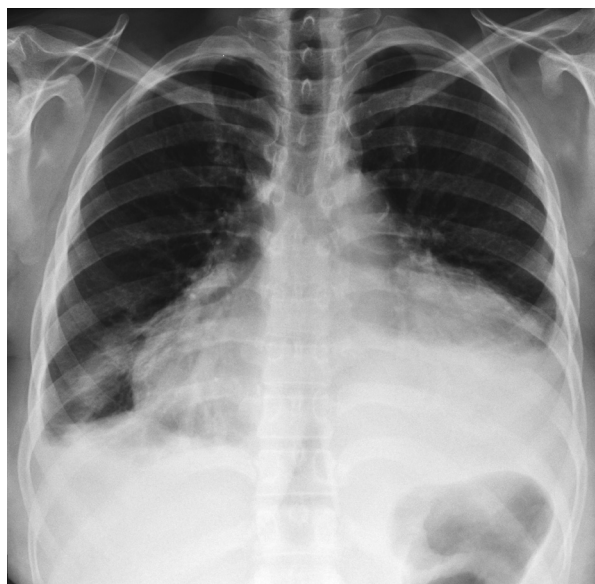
Radiografía antero-posterior de tórax en la que se observa cardiomegalia global, discreta elongación del cayado aórtico y derrame pleural bilateral con predominio izquierdo.
